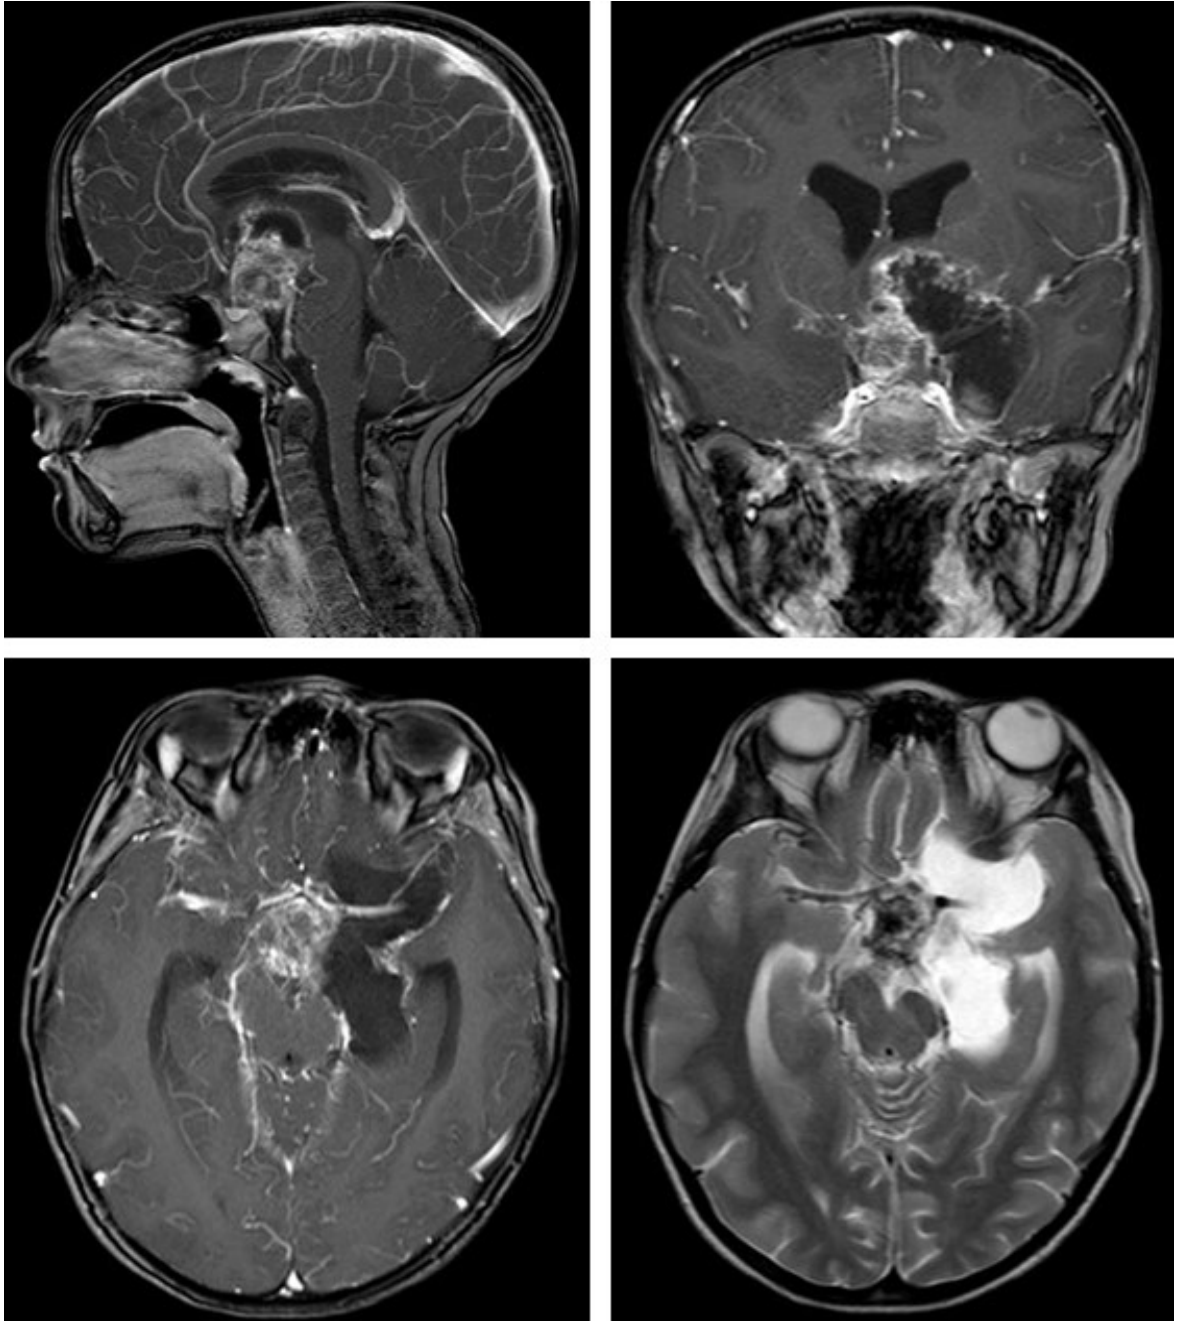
Данные МРТ девочки 5 лет с краниофарингиомой: выраженная латерализация влево с распространением в среднюю черепную ямку
